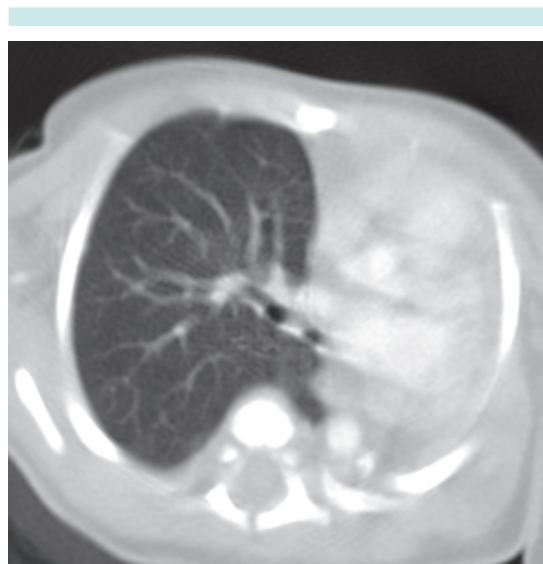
Tomografía computada de tórax con ventana para parénquima pulmonar: ausencia de pulmón izquierdo con sobredistensión compensatoria de pulmón derecho.
